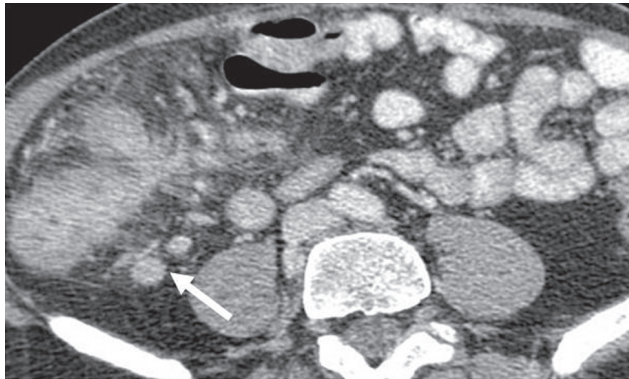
Kontrastlı aksiyel BT kesitinde, çekumda çepeçevre duvar kalınlaşması ile birlikte aktif inflamasyona işaret eden mukozal boyanma (uzun ok), çevre yağ dokuda dansite artımları, mezenterik vasküler dilatasyon ve mezenterik lenfadenopatiler (kısa ok) izleniyor.
